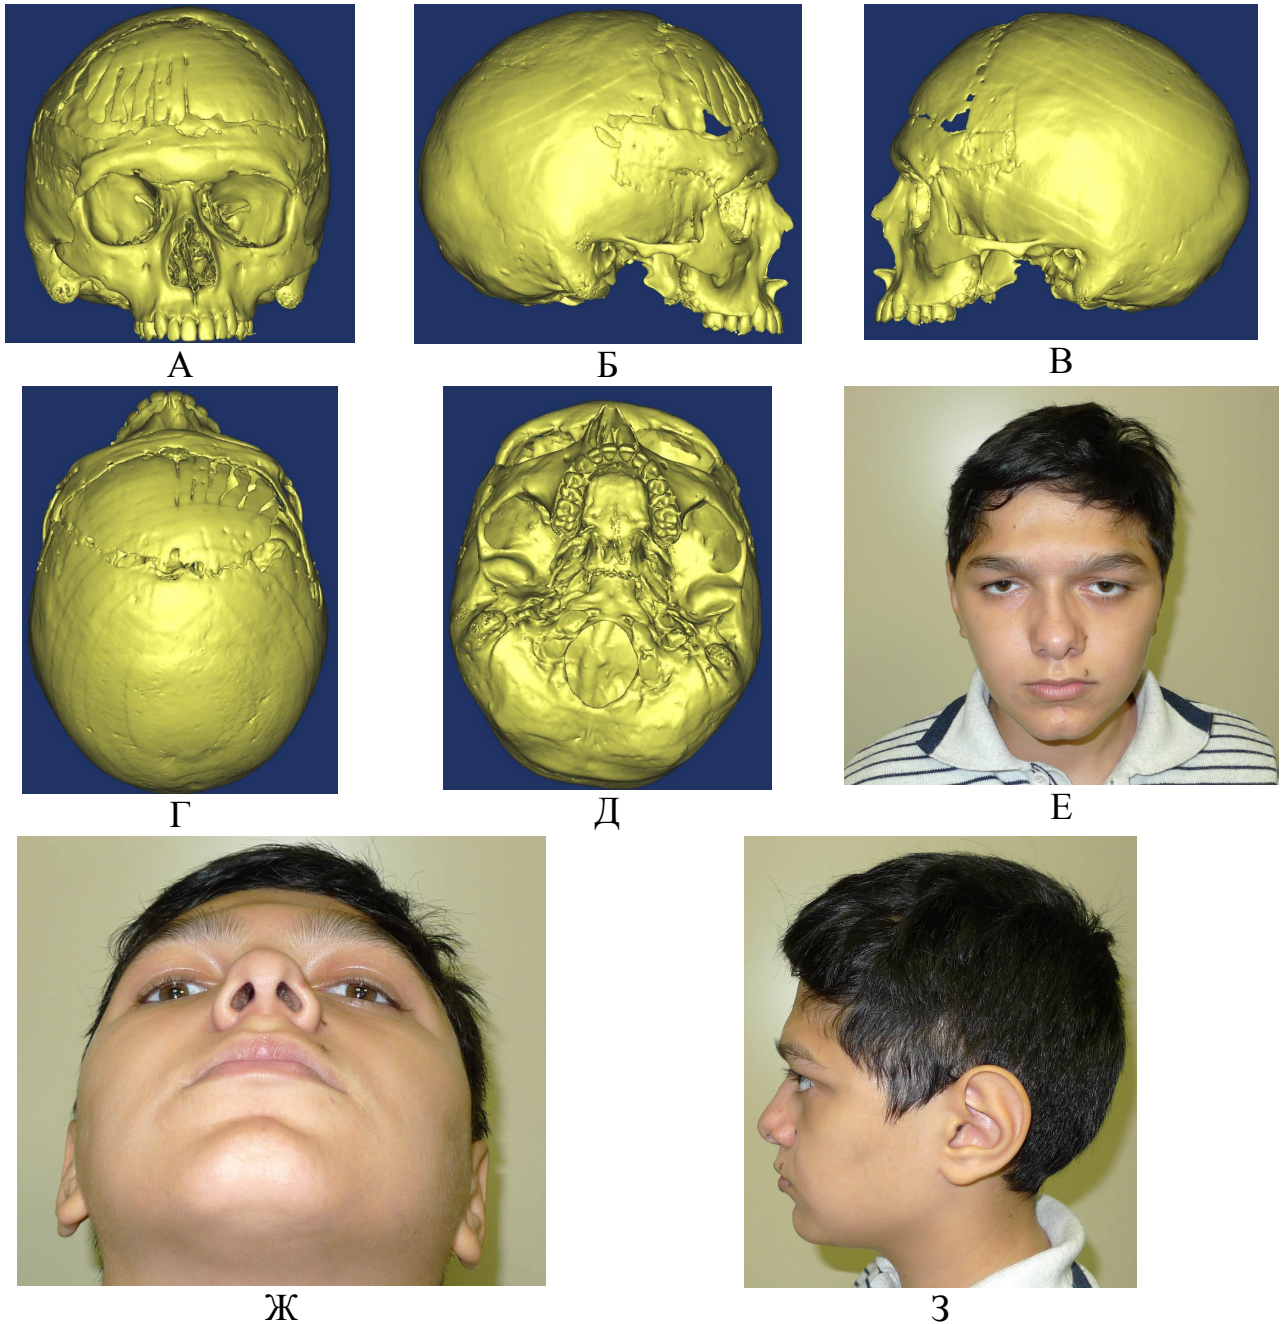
Пациент Г-и, 9 лет. А, Б, В, Г, Д - на КТ- 3D-реконструкции после операции видна репозиция костей лобно-орбитальной области до достижения симметрии в прямой, правой боковой и левой боковой проекциях, проекциях сверху и снизу. соответственно, Е,Ж,З - фотография пациента с назоэпидуральной черепно-мозговой грыжей, лобной плагиоцефалией через 1 год после операции, деформации черепа не определяется
